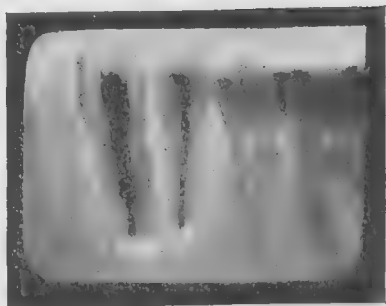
Radiographie six mois après.
